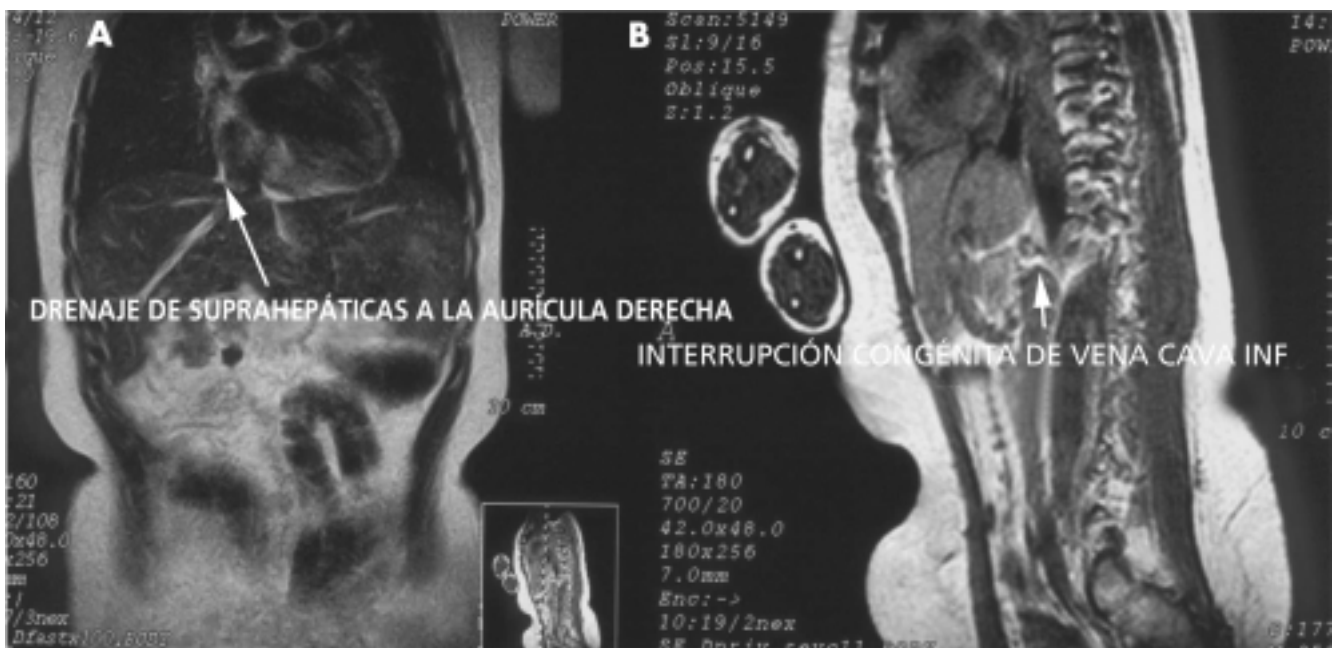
A) Corte coronal de RMN en secuencia T2 a nivel toraco-abdominal en el que se observa el drenaje anómalo de las venas suprahepáticas a la aurícula derecha. B) Corte sagital de RMN en secuencia T1 que muestra la interrupción de vena cava inferior con comunicación con la vena ácigos.
